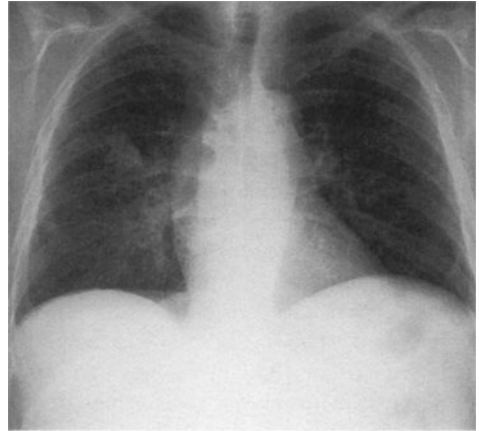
Röntgenaufnahme eines Thorax mit alveolärer Pneumonie scharf begrenzt im *linken* Lungenlappen unten
